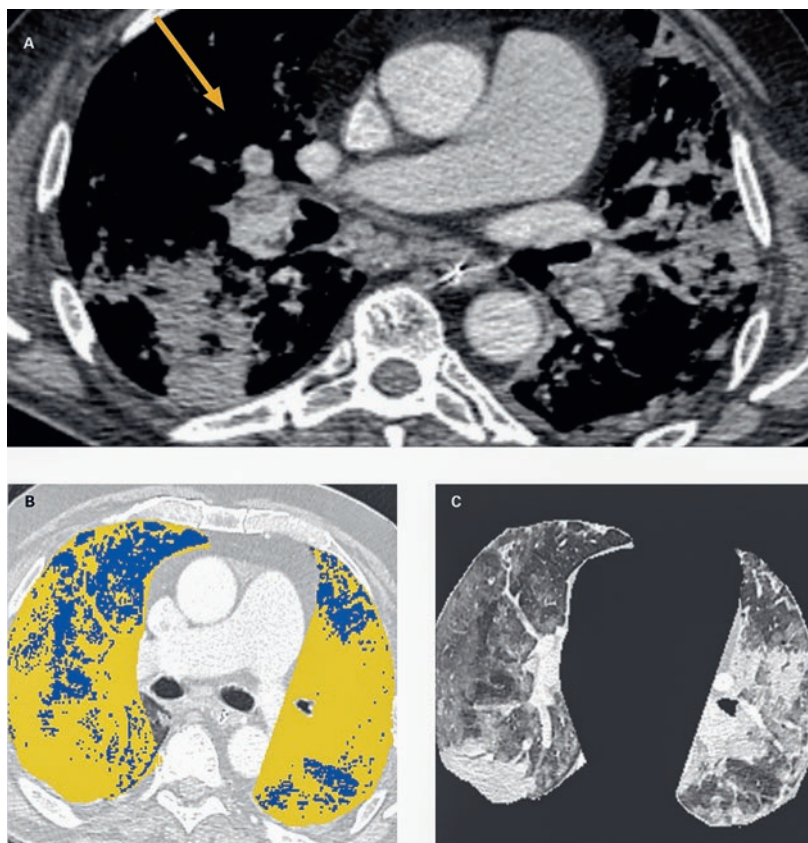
A) Angio-CT thoracique du patient. Embolie pulmonaire intéressant l'artère pulmonaire lobaire (flèche) correspondante à la zone aérée en bleu (B). B) Représentation colorimétrique du volume pulmonaire aéré (bleu) / non aéré (jaune). C) Parenchyme pulmonaire correspondant.
